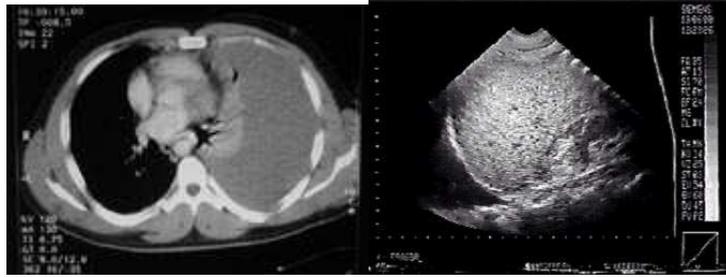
Izquierda: tomografía que muestra un hemotórax masivo. Derecha: ecofast que muestra hemotórax oculto.
